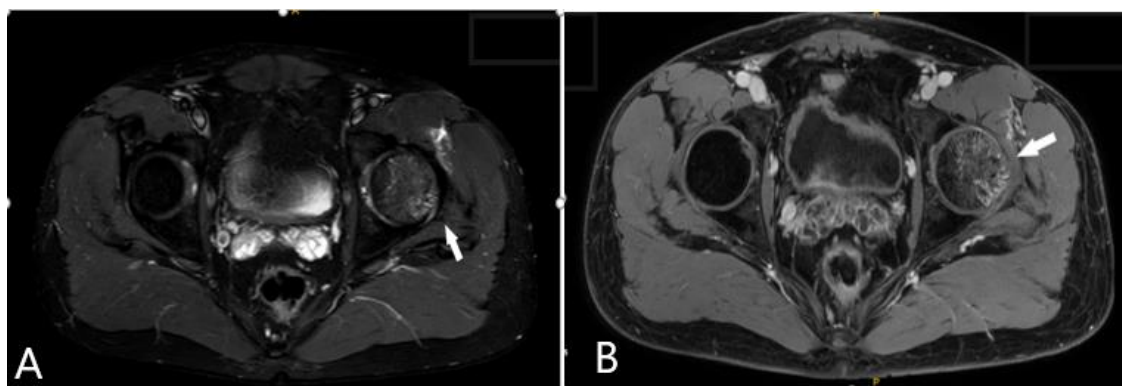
AyB Imágenes de axiales de la resonancia realizadas inicialmente.
